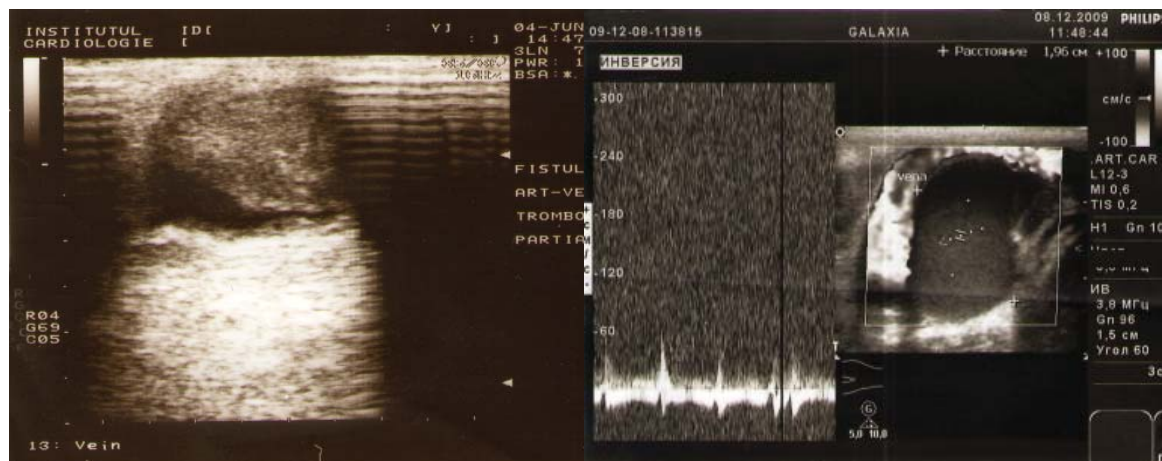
a. Duplex ecografie. Tromboza parțială a aneurismului FAV
